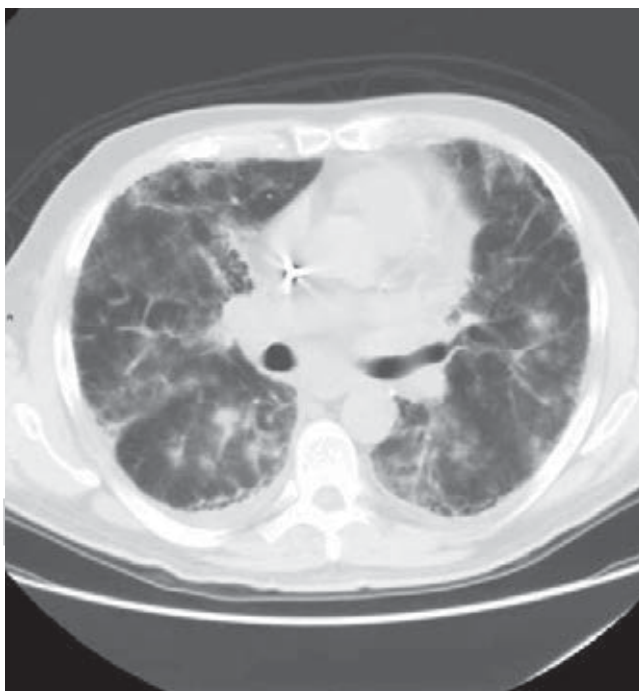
Imagen de tomografía computada de tórax con ventana para pulmón. A nivel basal se identifica patrón en panal compatible con fibrosis pulmonar, además de imágenes en roseta que sugieren ocupación incipiente del espacio aéreo.
